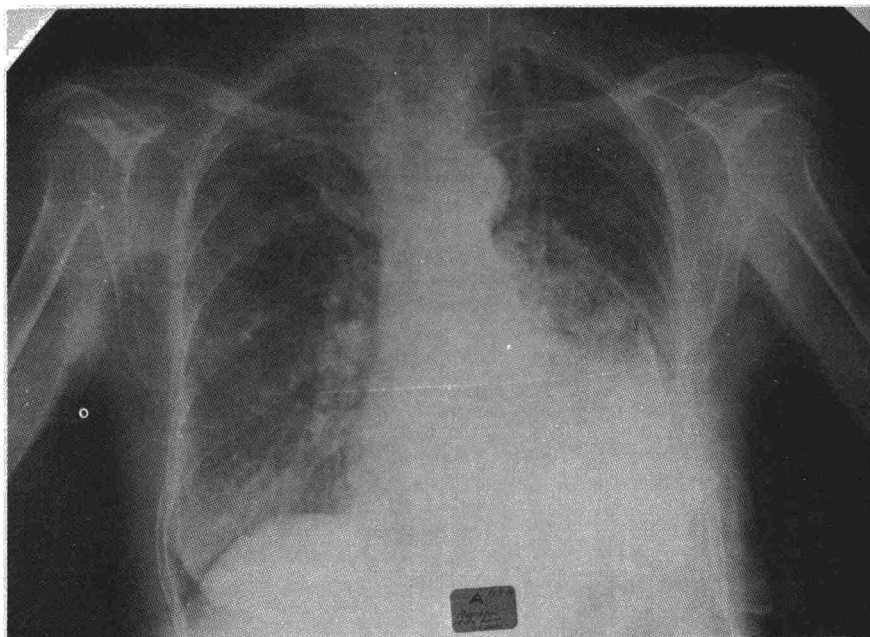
Esta radiografía muestra una opacidad similar a todas las anteriores con la particularidad de que su borde externo tiene densidad calcio.
